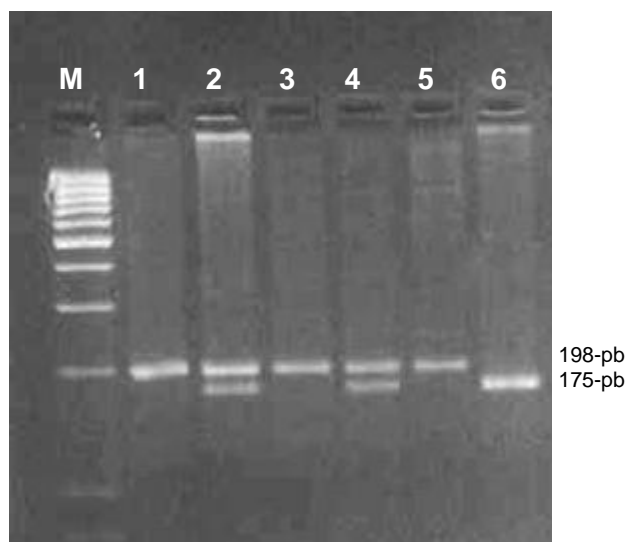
Figura Suplementar 2: Gel de amplificação do polimorfismo do PCR-RFLP de genótipo *MTHFR*. O fragmento de 198 pb revela o produto de PCR não digerida do alelo C. O 175 pb corresponde à digestão alelo T com HinfI. M Marcador de peso molecular (Mass Ruler, DNA Ladder Low range, Fermentas); 1, 3 e 5 – homozigotos CC; 2 e 4- heterozigotos CT; pistas 6- homozigoto TT.
